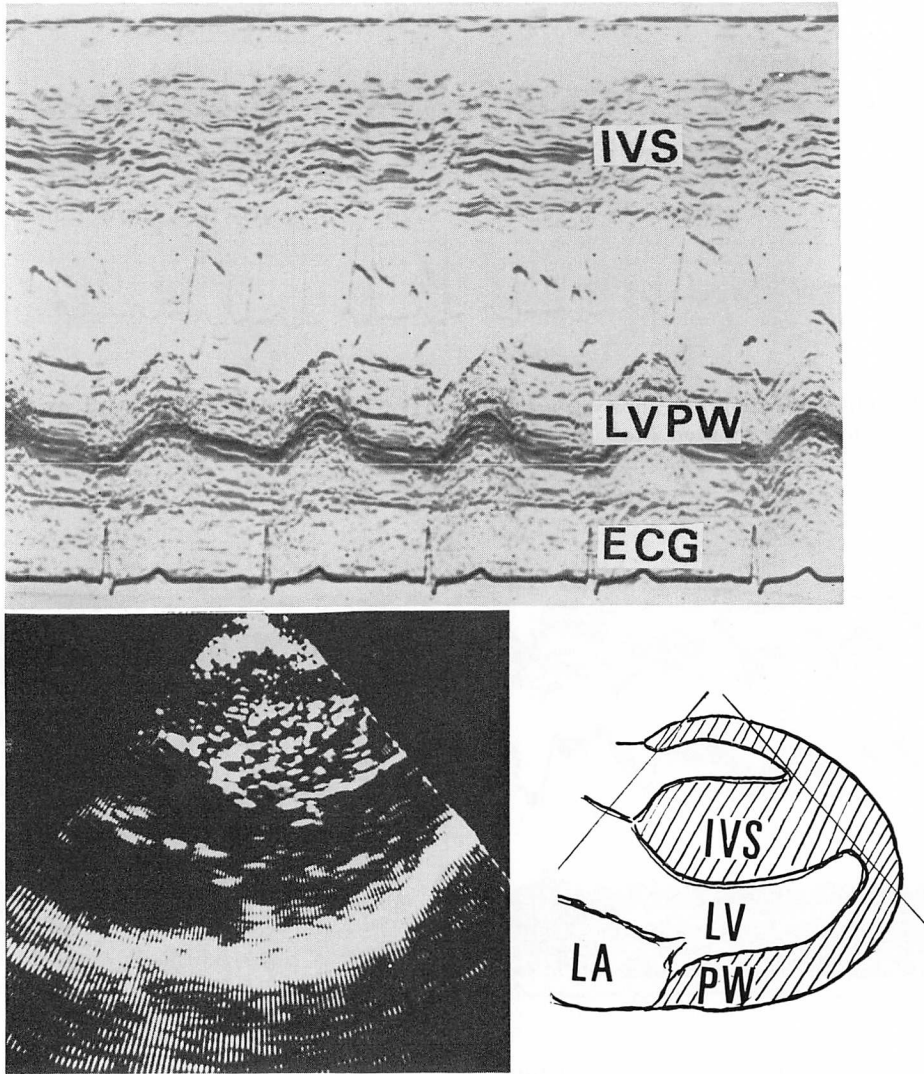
Echocardiogram showing asymmetric septal hypertrophy without systolic anterior motion of the mitral valve (Case 12).
